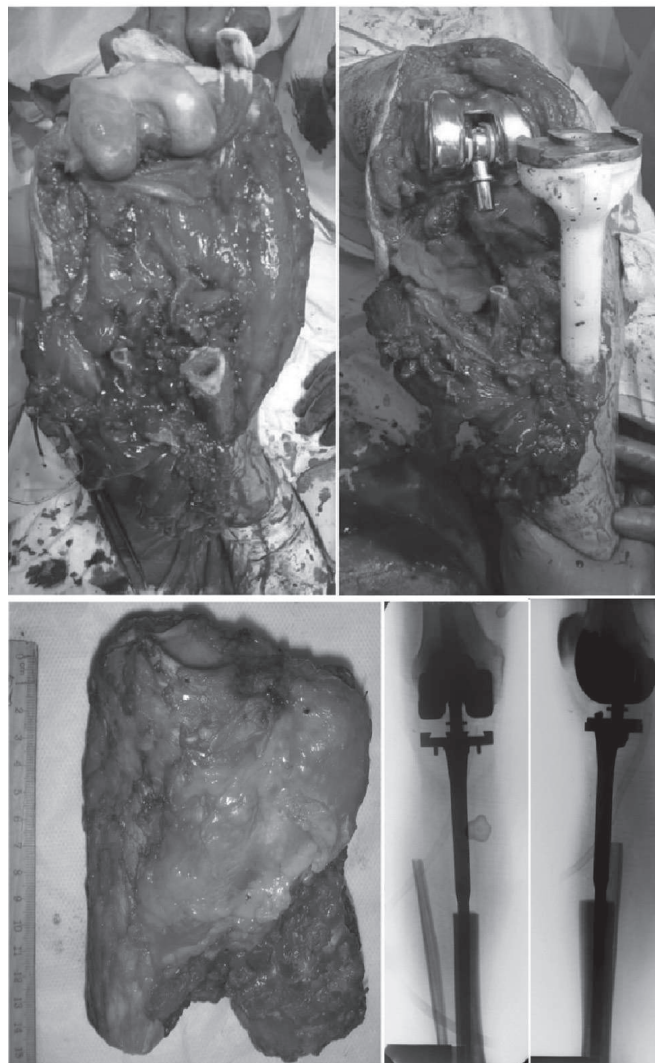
Етапи операції (а,б), вигляд мікропрепарату (в), та рентгенограми (г) пацієнта після видалення рецидиву з проксимальним відділом великогомілкової кістки та тотального цементного ендопротезування колінного суглоба (Beznoska).
